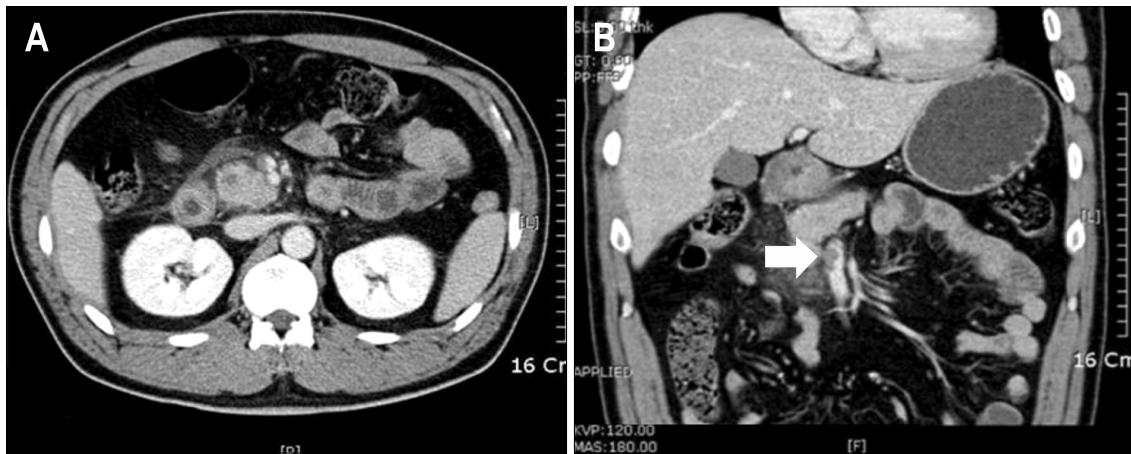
Abdominal CT findings. (A) At admission, axial CT image showed pancreatic edema, peripancreatic fat infiltration and small amount fluid collection compatible with acute pancreatitis. (B) Coronal CT image showed a low attenuation filling defect in the enlarged superior mesenteric vein (arrow).
